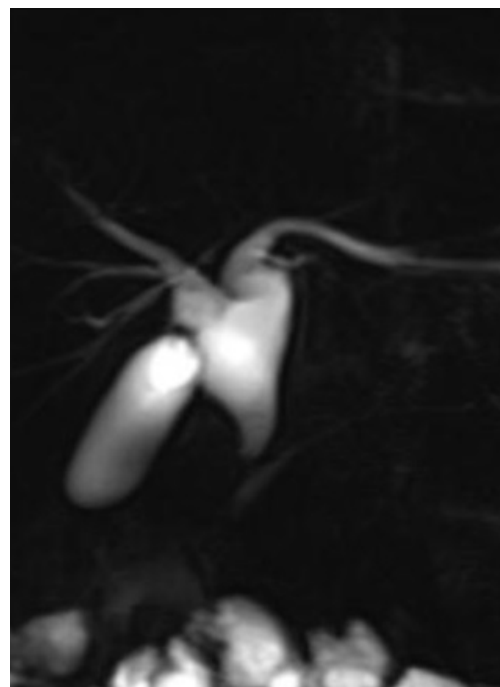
Colangiioresonancia; Dilatación fusiforme del colédoco.
